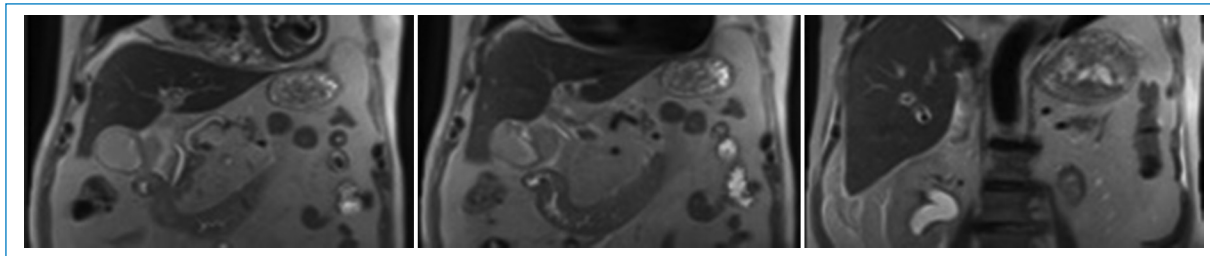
Colangiioresonancia magnética, secuencia coronal potenciada en T2. Normal calibre de la vía biliar, sin signos de coledocolitiasis. Resolución de hematoma duodenal y hemorragia suburotelial derecha.
